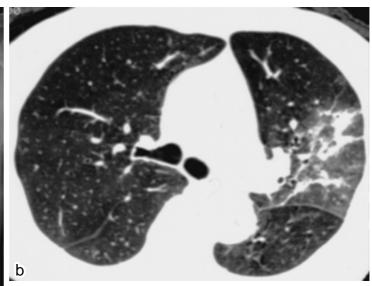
Case 3. A lung field CT image showing acute bronchopneumonia with peribronchial ground glass opacity in the left upper lobe.
